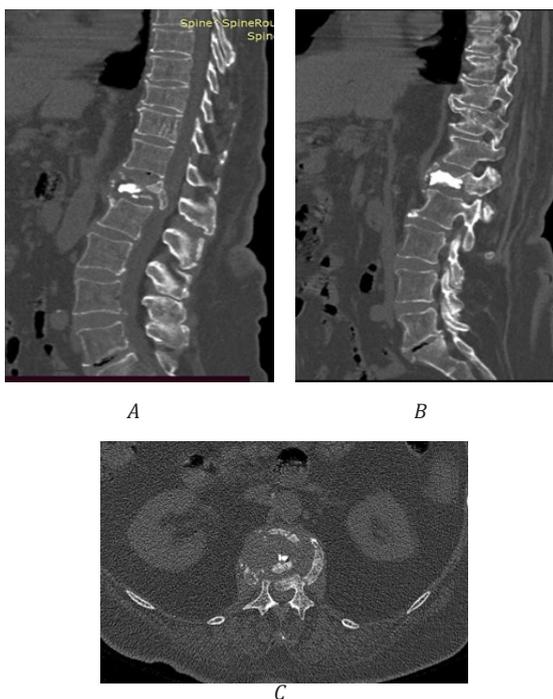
До операционные КТ снимки, А, В, С - Компрессионный перелом L1 позвонка тип А3 с компрессией спинного мозга
